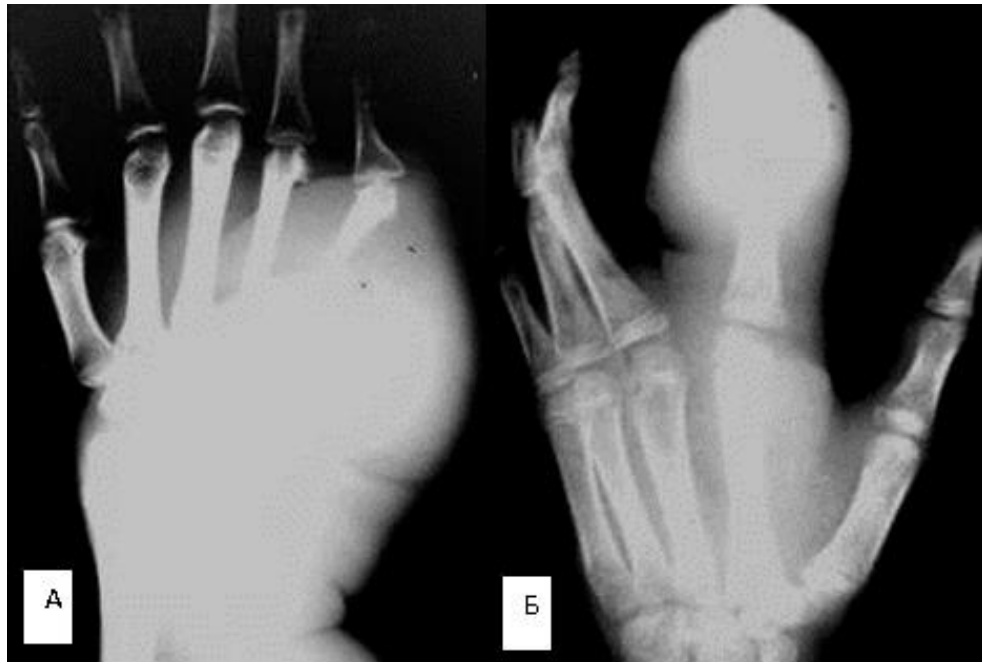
Рентгенограми в прямій проекції різних пацієнтів. Літична ОС – у коротких трубчастих кістках кисті визначаються більші м'якотканинні компоненти, муфтоподібно охоплюючі дистальний метадіафіз I п'ясткової кістки (А), 2-і фаланги та метафіз основної фаланги II пальця (Б).
